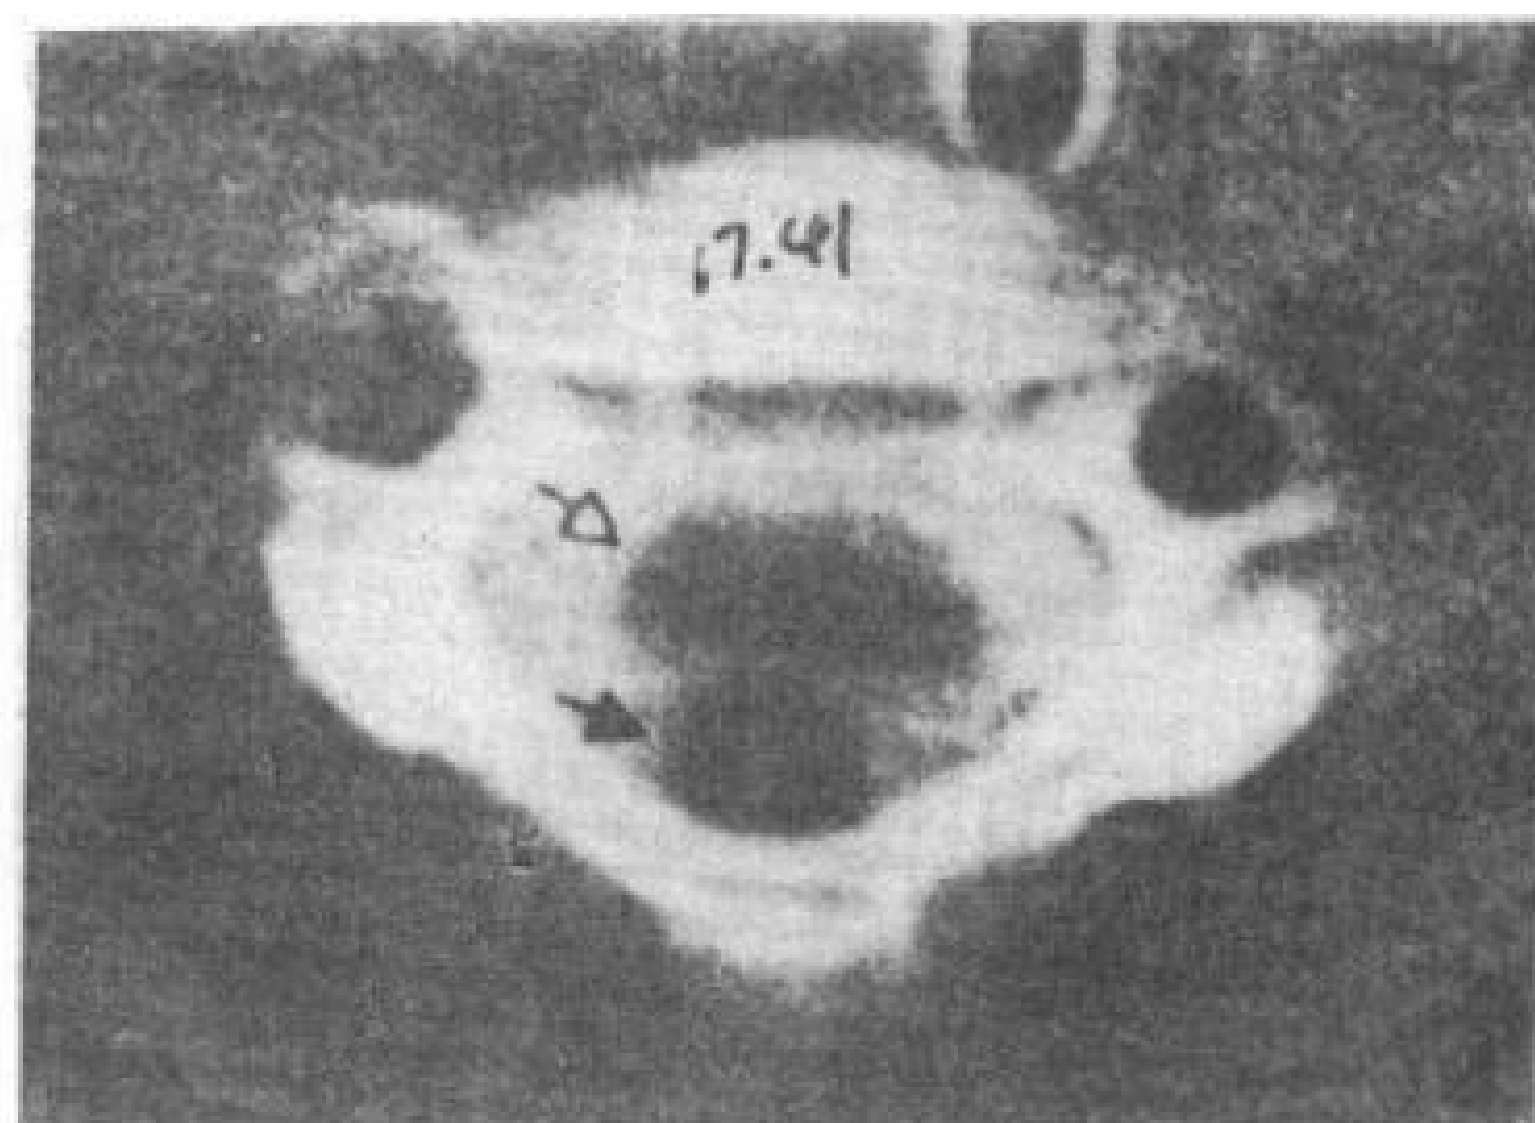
颈椎硬膜内脂肪瘤。5岁男孩。单卵生双胞胎之一的骶椎脊髓脊膜突出。CT脊髓造影。颈髓（空箭头）被背侧脂肪瘤（实箭头）推压向前移位。脊髓因部分压缩的空洞症而使前后径变小。
